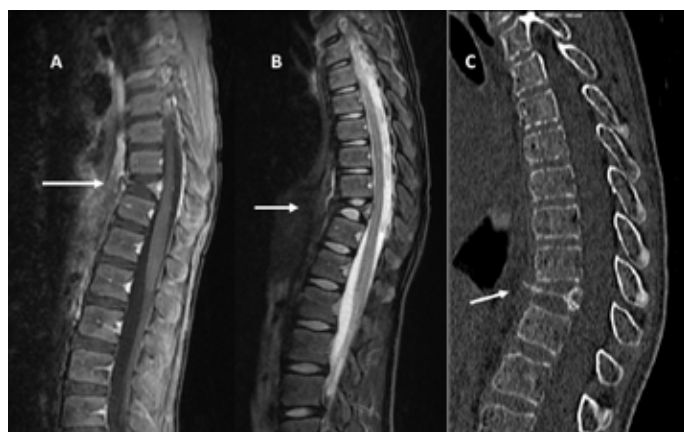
Aspect en IRM T1 (A) et T2 (B) et en scanner (C) d'une vertebra plana de T10 chez un garçon de 13 ans (Collection Pr Boutry)
